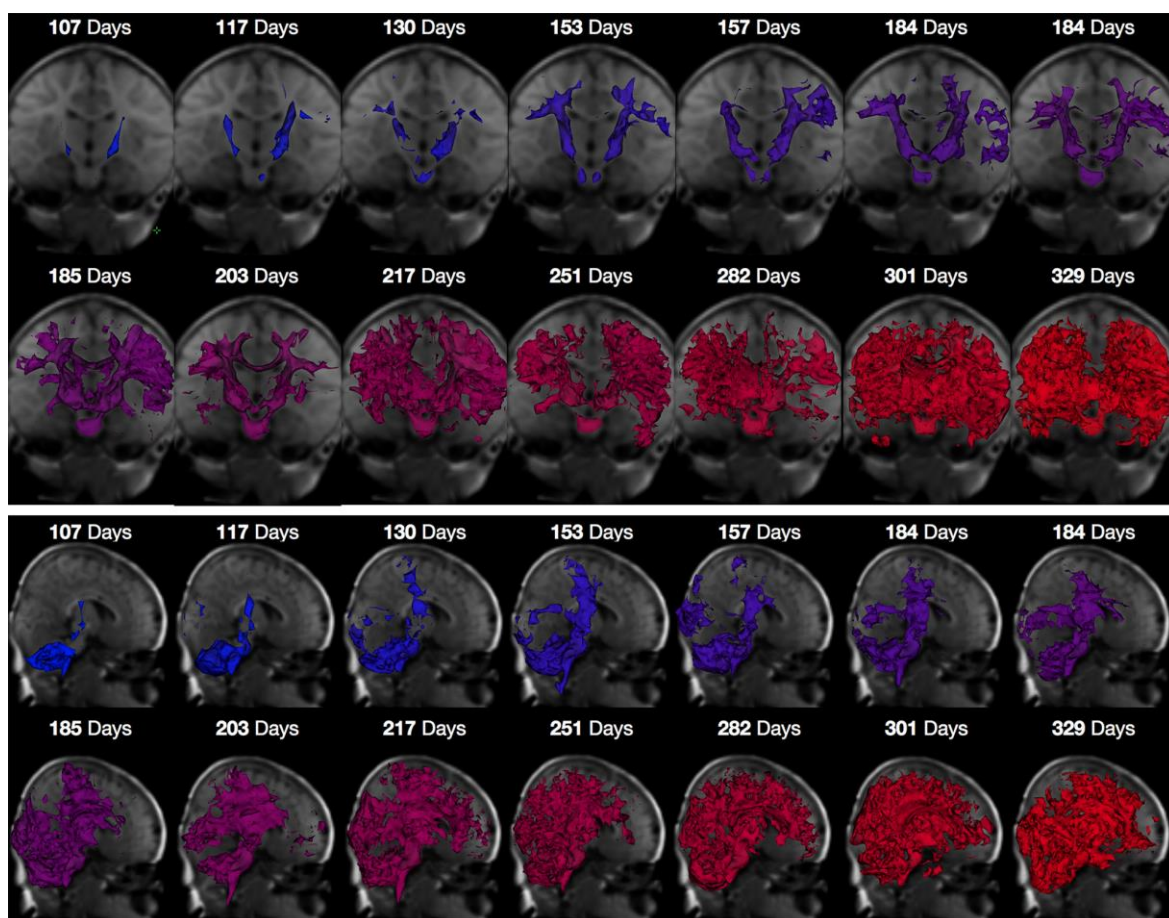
Segmentações tridimensionais da substância branca mielinizada em cérebros de bebês com idade entre três e 11 meses. Imagem retirada do artigo Mapping Infant Brain Myelination with Magnetic Resonance Imaging. *The Journal of Neuroscience*, 31(2), pg. 788. Deoni, S. C. L, Mercure, E. Blasi, A., Gasston, D., Thomson, A., Johnson, M. (2011). Licença de reprodução da imagem concedida pelo *Journal of Neuroscience*.
